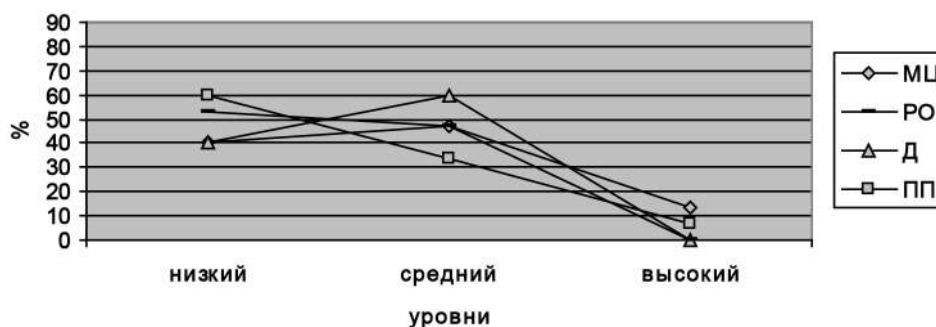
Показатели уровня сформированности отношения студенток КТ к компонентам ФР в конце педагогического эксперимента
